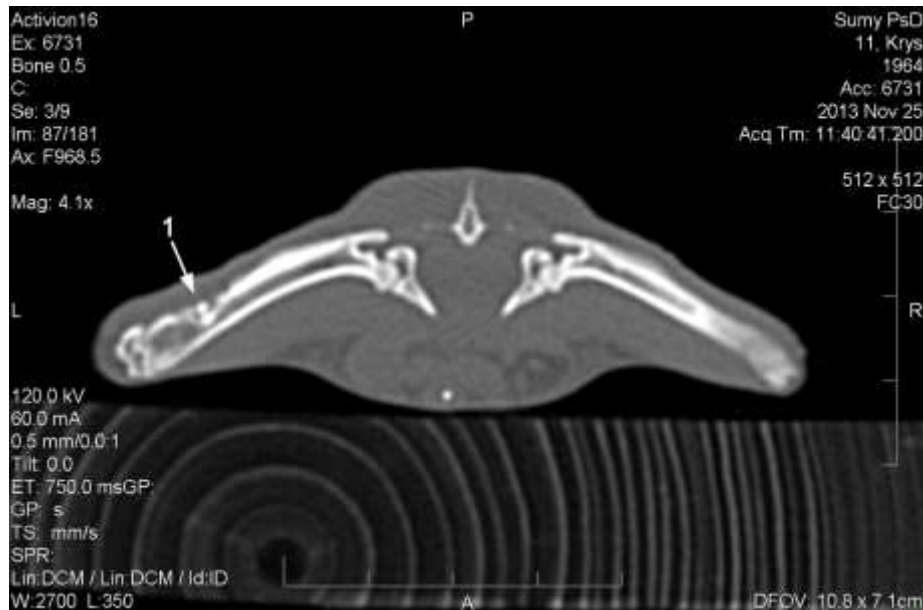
Комп'ютерна томограма стегнових кісток щура на 15-ту добу після імплантації β -ТКФ-г. Дві гранули остеопластичного матеріалу в порожнині дефекту лівої стегнової кістки (1).
